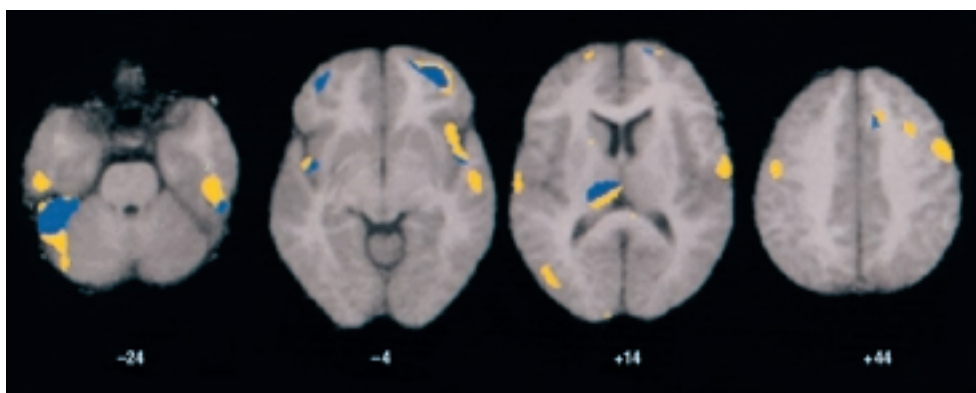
Localización de la actividad cerebral en la tomografía de emisión de positrones (TEP) que correlacionan con el «craving» de cocaína en 8 varones cocainómanos
